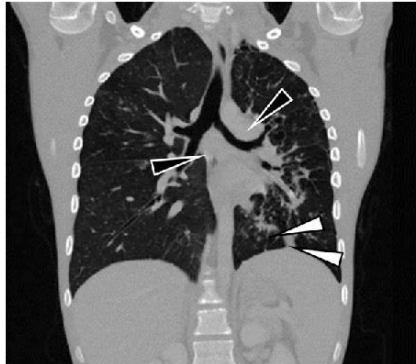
Patient 6 at 4 months after admission. Coronal CT of the torso. Small arrows: epiphrenic residual lesions. Small black arrows: hilar lymph nodes. CT = computed tomography.
